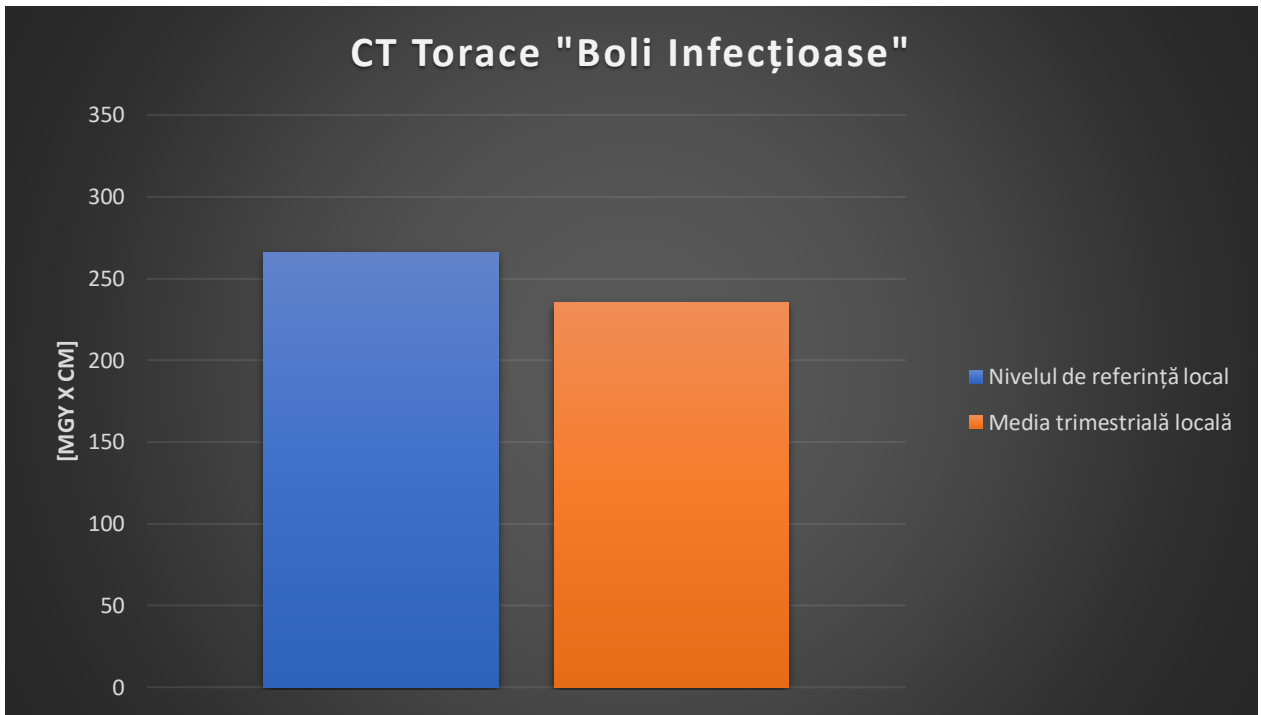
5.2 Comparație CT Torace "Boli Infecțioase"
